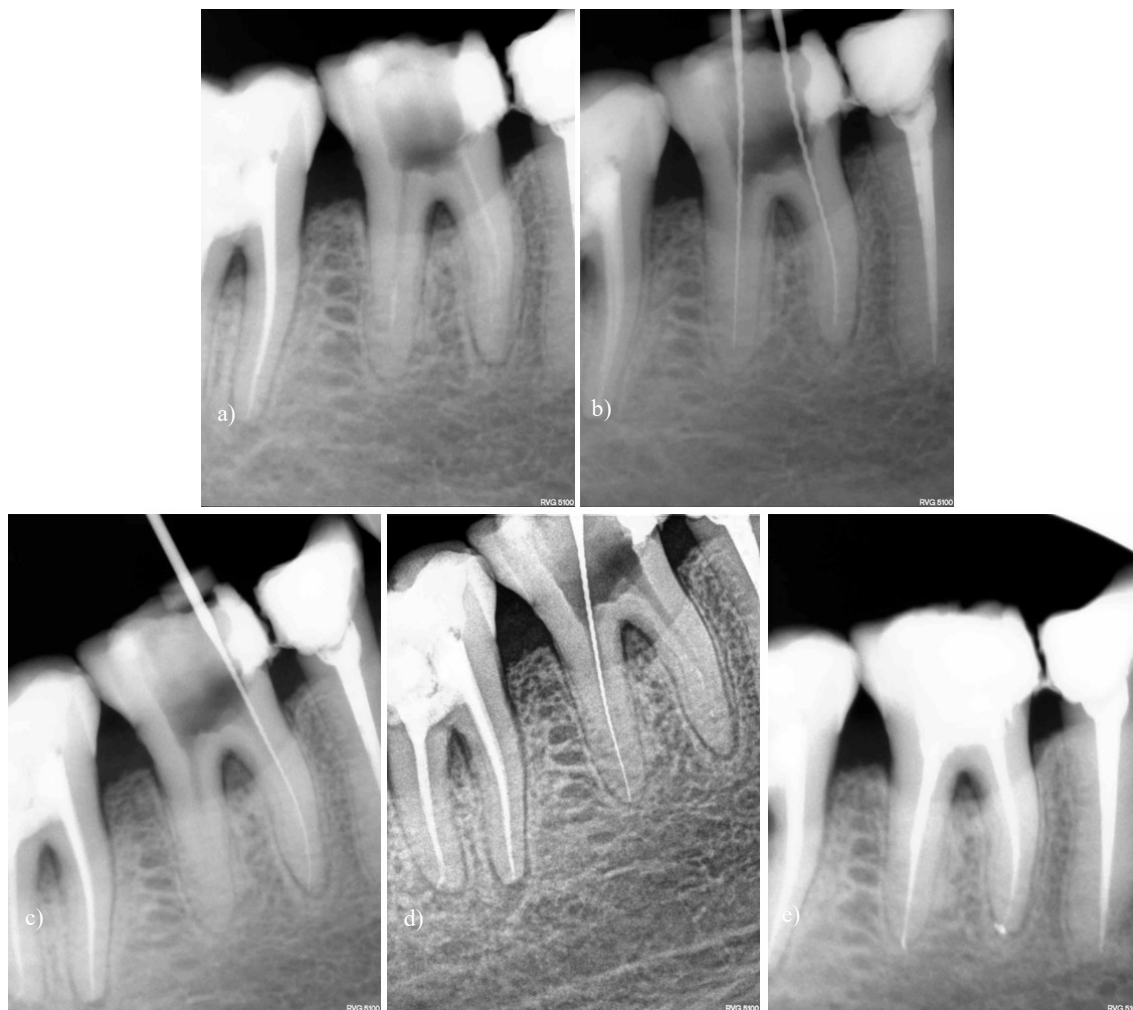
Retratamento dente 46: a) Raio X após remoção de Gutta-percha; b) Raio X CT; c) Raio X de retificação CT canal MV; d) Raio X retificação canal DV; e) Raio X final após obturação e restauração definitiva
